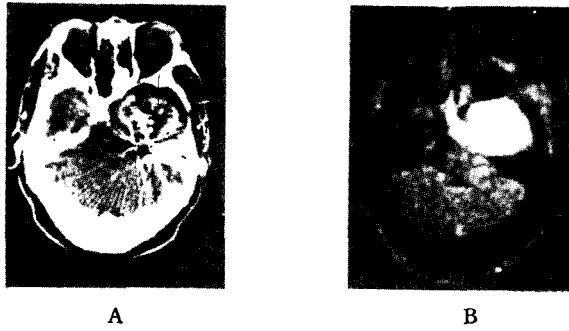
A. CT, B. NMR (CT에서는 斷片内に 위치한 금속에 의한 artifact로 인하여 병변부를 확인하기 어려우나 NMR은 금속의 영향을 받지 않아 확실한 정보를 제공할 수 있다)
